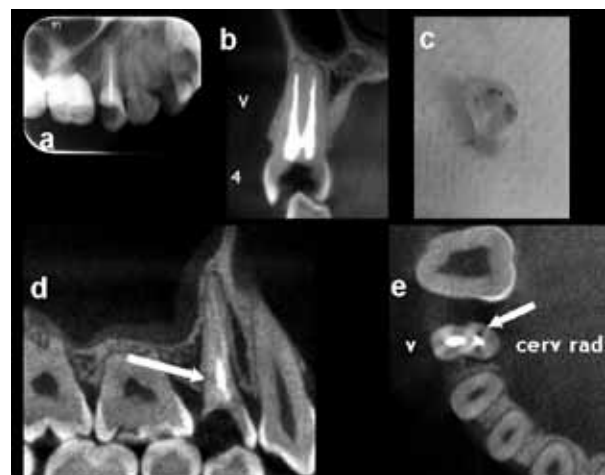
a) radiografía retroalveolar, b) corte con 0,125mm de grosor, c) fotografía trozo fracturado, d-e) cortes con 0,125mm de grosor.
